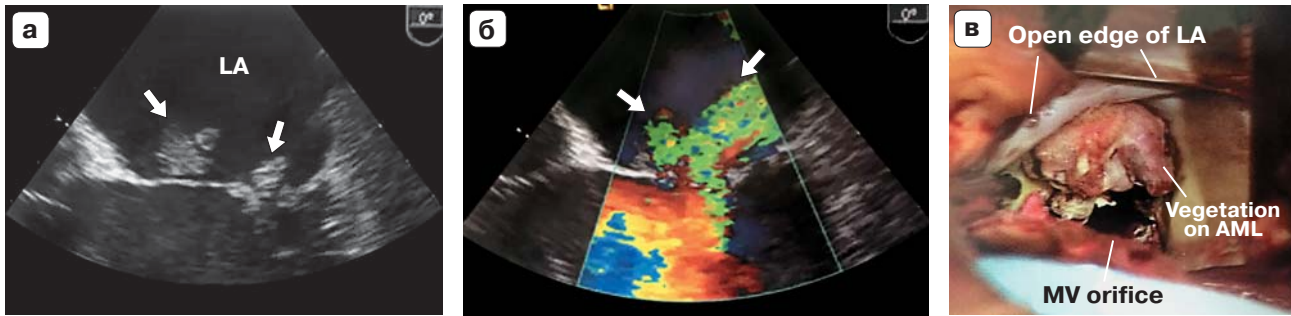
Бактериальный эндокардит на митральном клапане. а, б – чреспищеводное эхокардиографическое исследование митрального клапана с бактериальным эндокардитом (указан стрелками) (LA – левое предсердие). При включении доплеровского сигнала на сонограмме б видна митральная регургитация; в – интраоперационное подтверждение эхографического заключения о бактериальном эндокардите на створках митрального клапана (Open edge of LA – открытая полость левого предсердия; MV orifice – отверстие митрального клапана; Vegetation on AML – вегетации на передней створке митрального клапана) (приведено по Oxon D.C. и Otto C.M. [17]).
